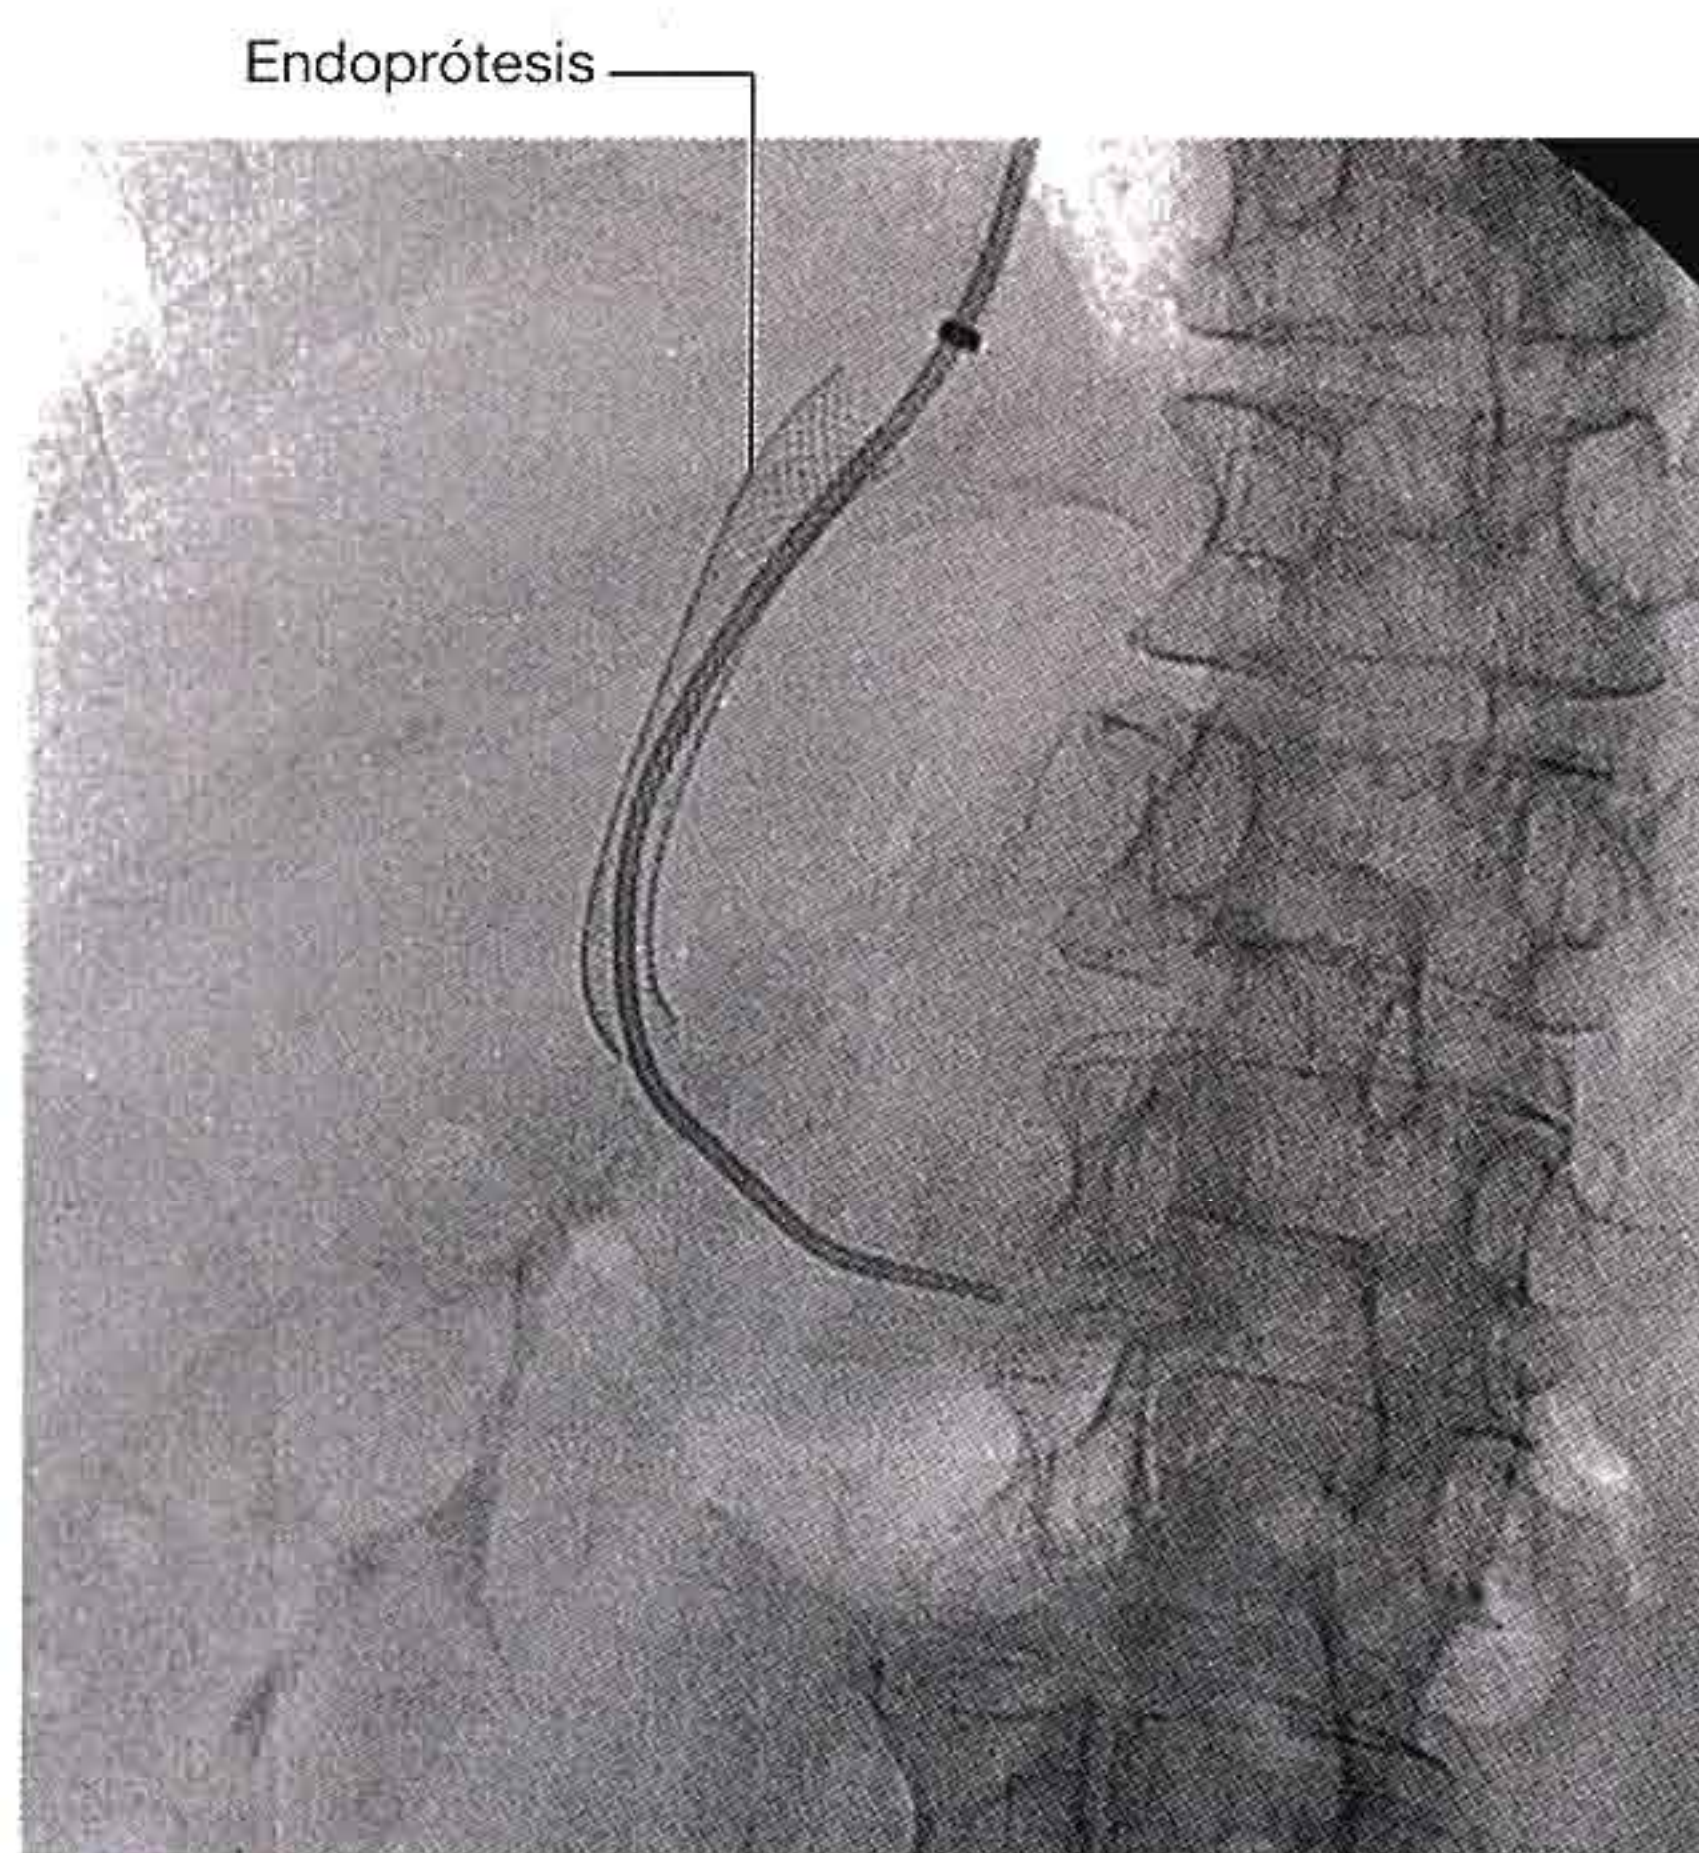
Posición de la endoprótesis en la derivación portosistémica intrahepática transyugular. Radiografía.
